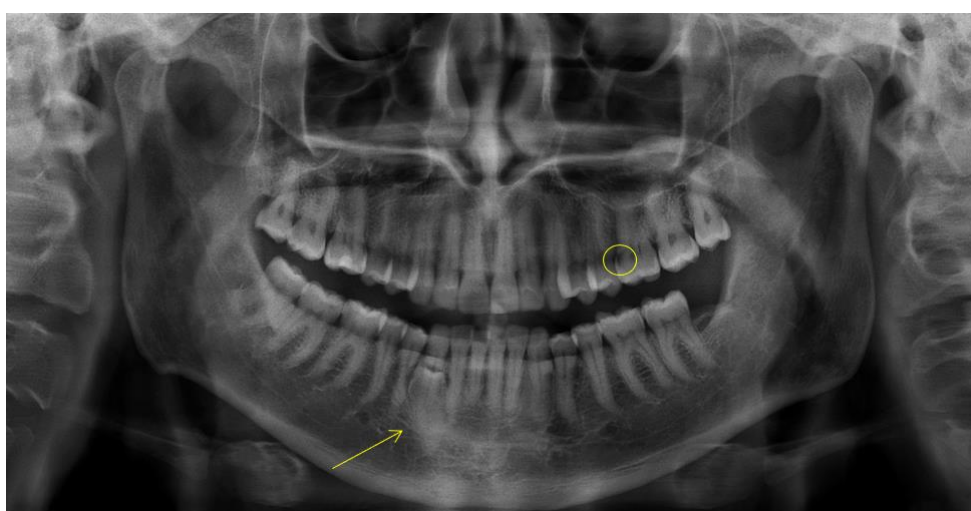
radiografia panorâmica evidenciando ausência do terceiro molar inferior esquerdo, presença de imagem sugestiva de lesão cariosa no dente 26 (círculo) e o dente 43 incluído supranumerário girovertido (seta);
